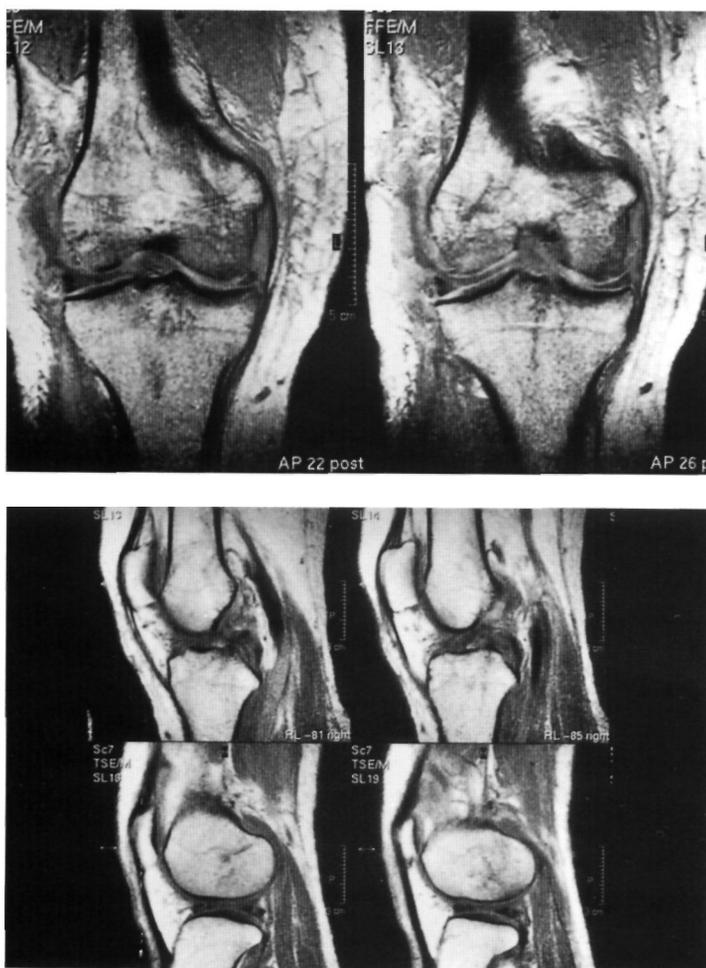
A y 2B. Caso 3: RMN donde se comprueba la rotura de ambos ligamentos cruzados.
